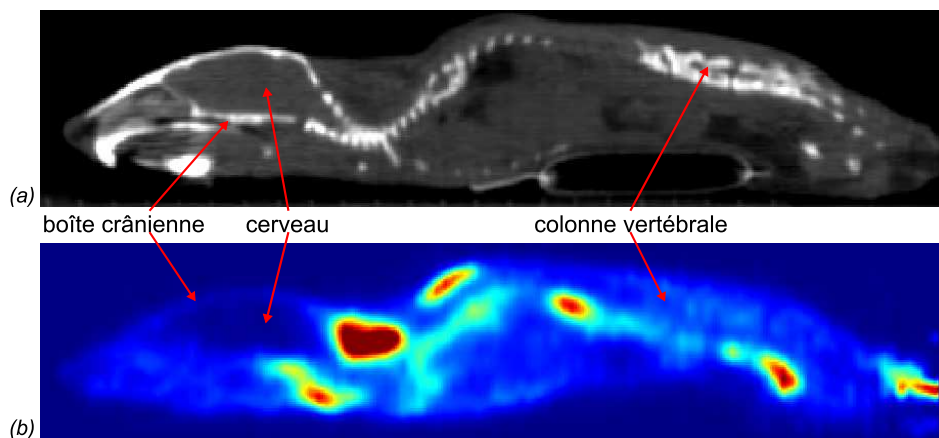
Vues sagittales des images TDM (a) et TEP (b) acquises sur une souris contrôle corps entier.
